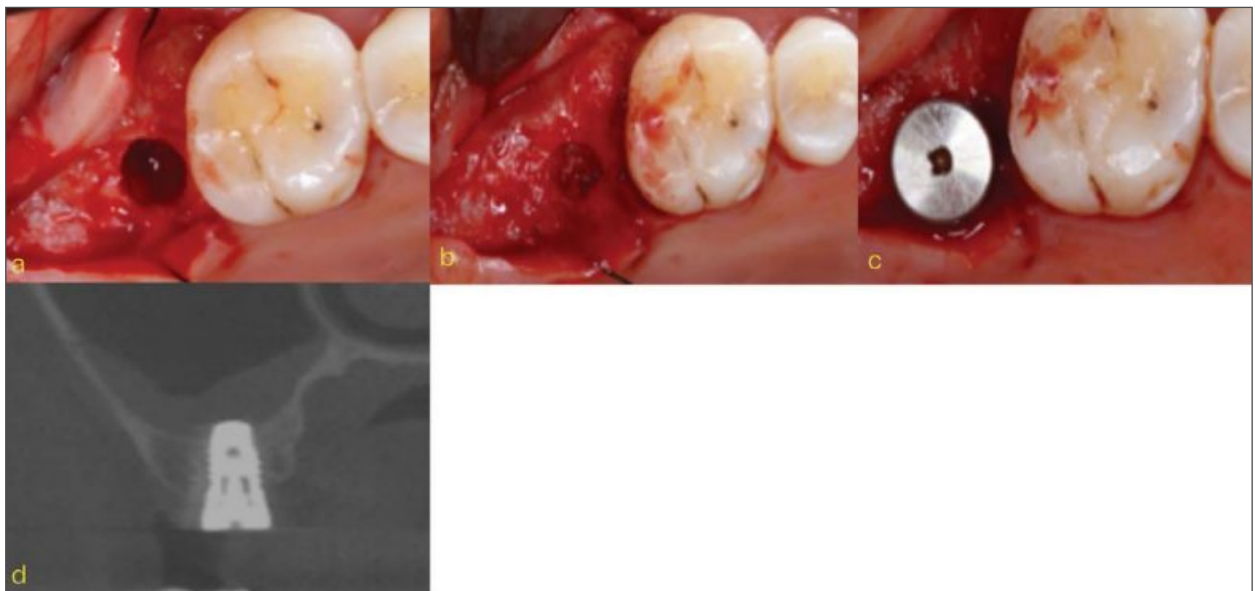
임플란트 식립: a. 판막거상 후 drilling. b. PRF 적용. c. 임플란트 식립. d. 술후 CBCT
